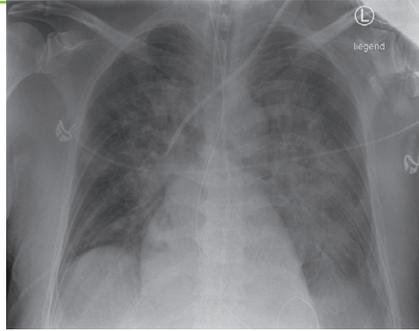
Röntgen-Thorax: Lungenödem. [T612]
